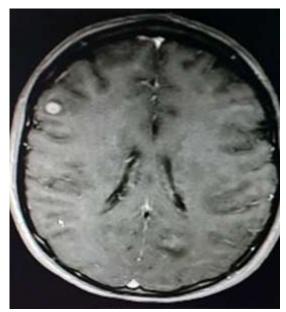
Resonancia magnética de cráneo. Lesión en lóbulo frontal derecho y occipital izquierdo.
